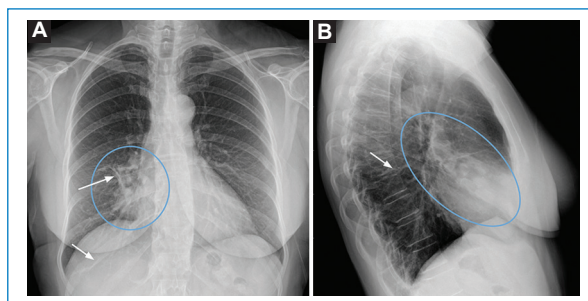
Radiografía de tórax en proyección posteroanterior (A) y lateral (B). MAV mediastínica. Mujer de 53 años con hallazgo incidental de una lesión en forma de masa polilobulada paramediastínica derecha (círculo en A) que se continúa con las estructuras del hilio pulmonar (óvalo en B), asociando atelectasias subsegmentarias en el parénquima pulmonar (flechas).
